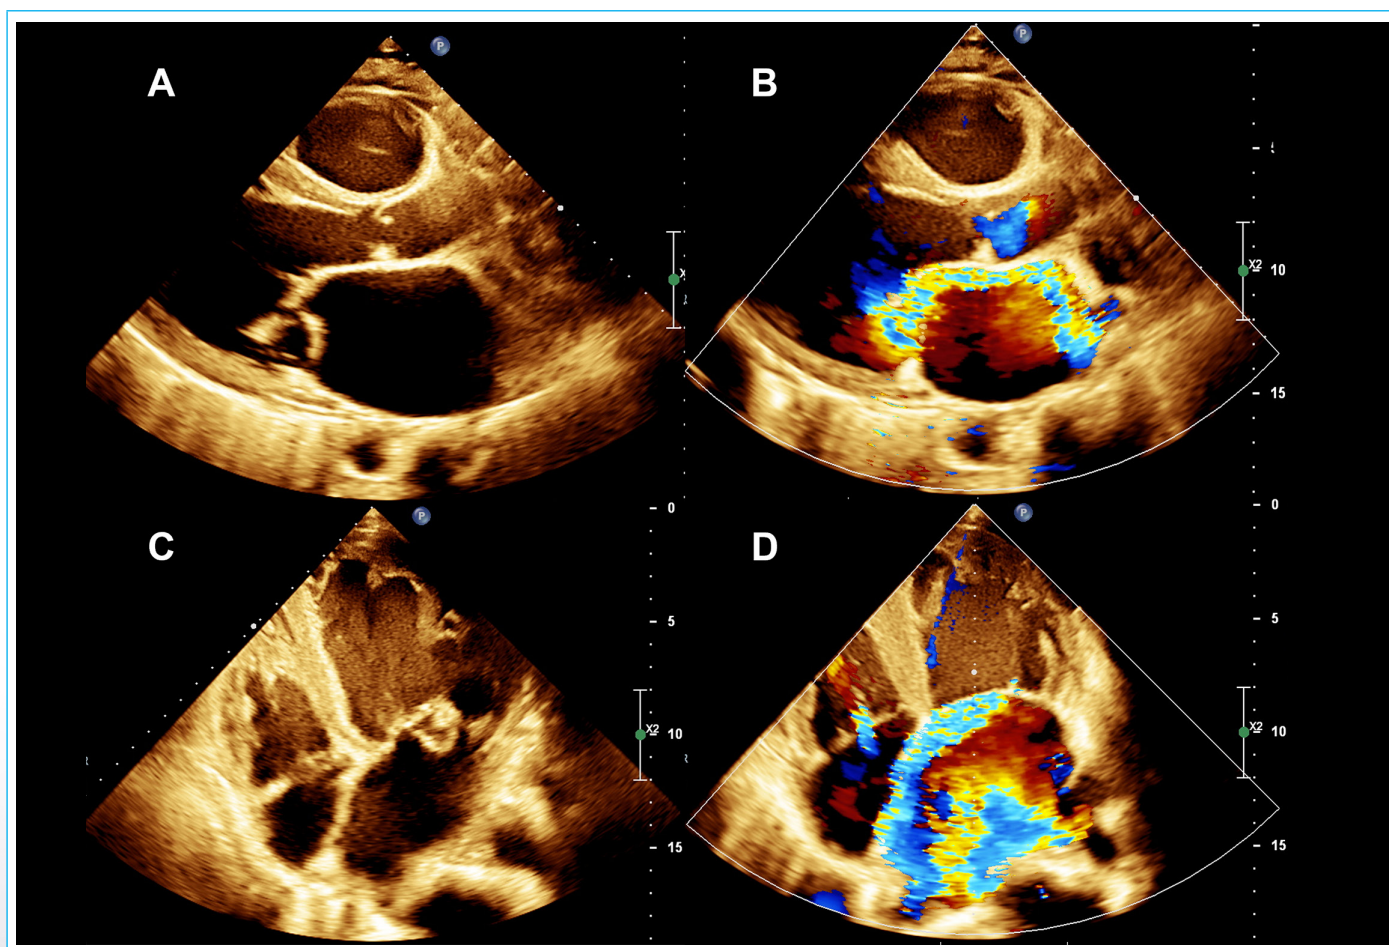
Ecocardiograma transtorácico. A: plano paraesternal de eje largo en modo bidimensional que muestra prolapso del velo posterior de la válvula mitral. B: Doppler color en igual proyección que evidencia un jet de regurgitación mitral excéntrico en dirección a la pared auricular izquierda con efecto Coanda. C: plano apical de cuatro cámaras que confirma la alteración morfológica del aparato valvular mitral. D: Doppler color en igual proyección que evidencia un jet de regurgitación mitral excéntrico en dirección al tabique interauricular con efecto Coanda.
